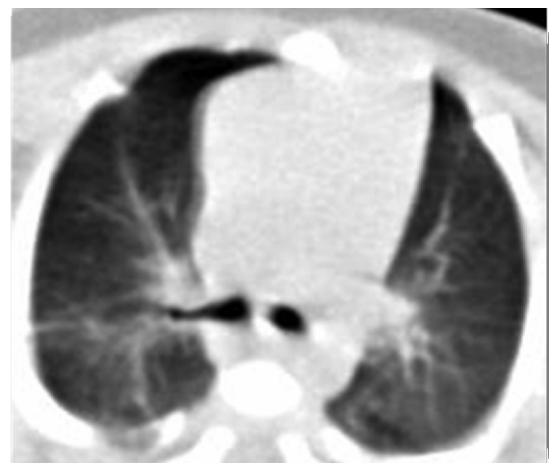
Хворий П., 12 дб. На комп'ютерній томограмі ОГК ознаки інтерстиціального крововиливу легень
